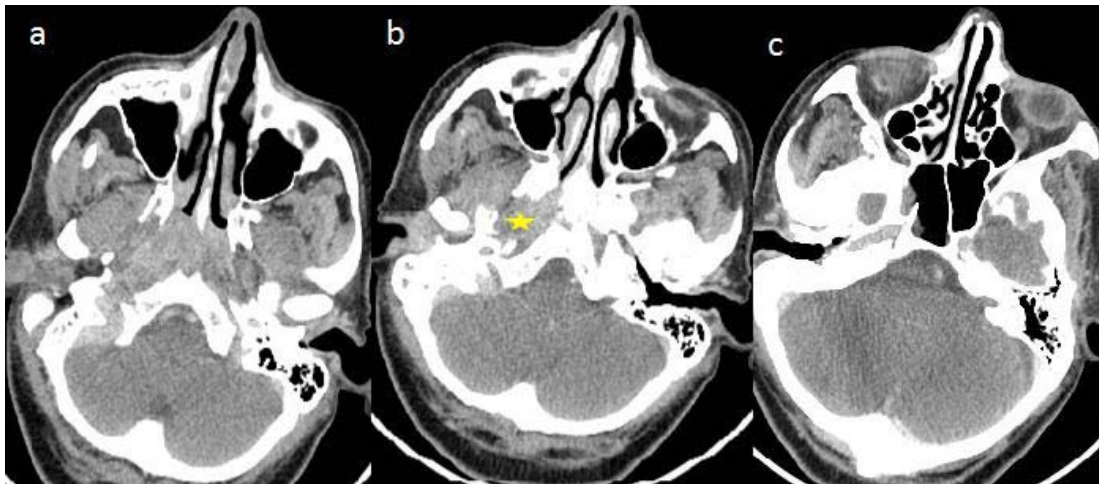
TDM du cavum en coupes axiales chez un patient âgé de 20 ans objectivant un épaississement de la paroi postéro latérale droite du cavum s'étendant aux choanes (a), lysant et élargissement du foramen lacerum (étoile jaune), avec extension au sein du sinus sphénoïdal droit (c) sans extension endocrânienne classé T3.
